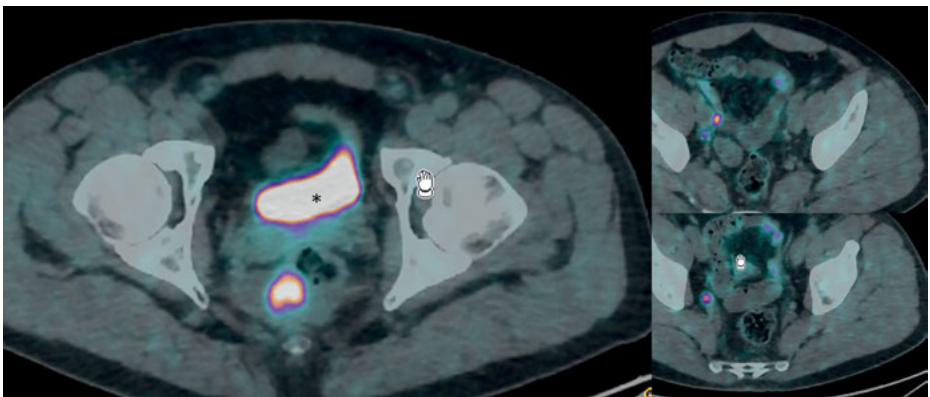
DOTATEC PET-CT eines rektalen NET (G1) (linkes Bild, * = Harnblase) mit rechtsseitigen iliakal internen Lymphknotenmetastasen (rechte Bilder).
